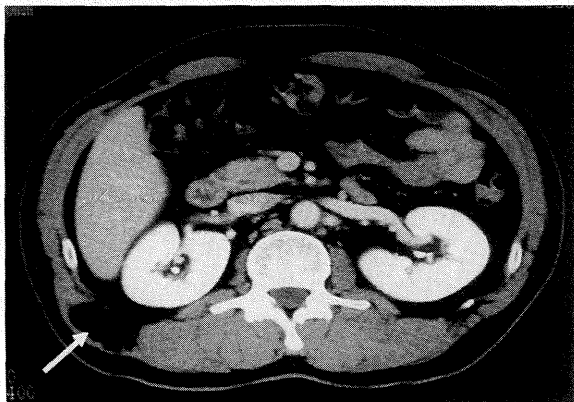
Abdominal computed tomography showed a low density mass on the lateral side of the right kidney (arrow).
